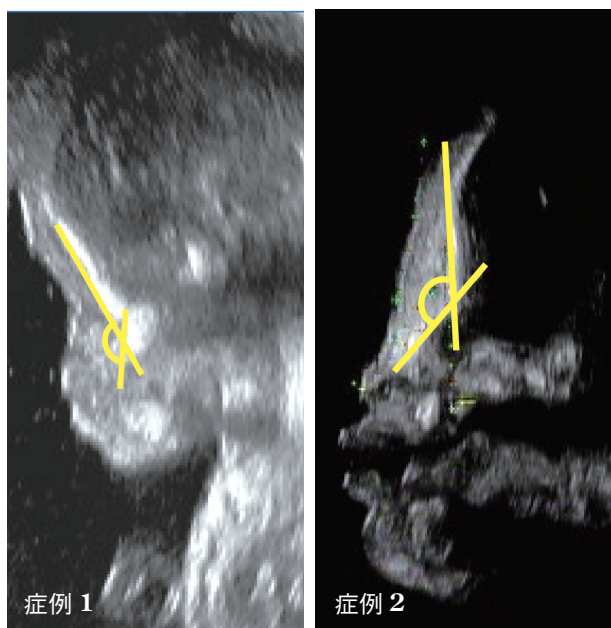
Frontonasal angle を計測した超音波断層法写真
